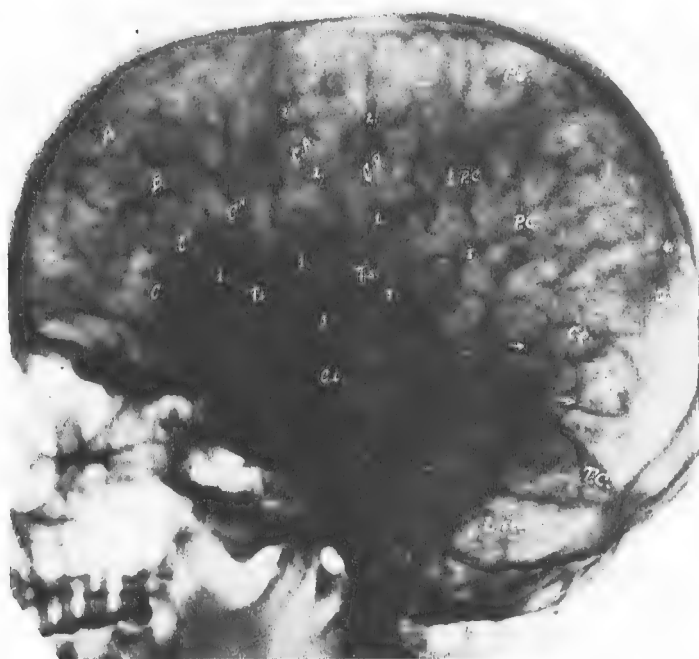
Liquidographie avec thorium colloïdal. Injection sous-occipitale de 10 cmc., à deux reprises. Radiographie de profil 3 jours après l'injection. A. B. C. Première, deuxième et troisième circ. frontale. C. C' C'. Les trois segments de la troisième circ. frontale. C. A. Circ. frontale ascendante. C. P. Circ. pariétale ascendante. L. P. C. Gyrus supra marginalis. P. C. Pli courbe. T. S. Première temporale. C. P. et C. I. Cornes postérieures et inférieures des ventricules latéraux. P. S. Circ. pariétale supérieure. O. S. Circ. occipitale. T. C. Tente du cervelet. L. sem. Lobule du cervelet. 1. Scissure de Sylvius. 2. Scissure de Rolando. 3. Sillon temporal. 4. Scissure perpendiculaire.
